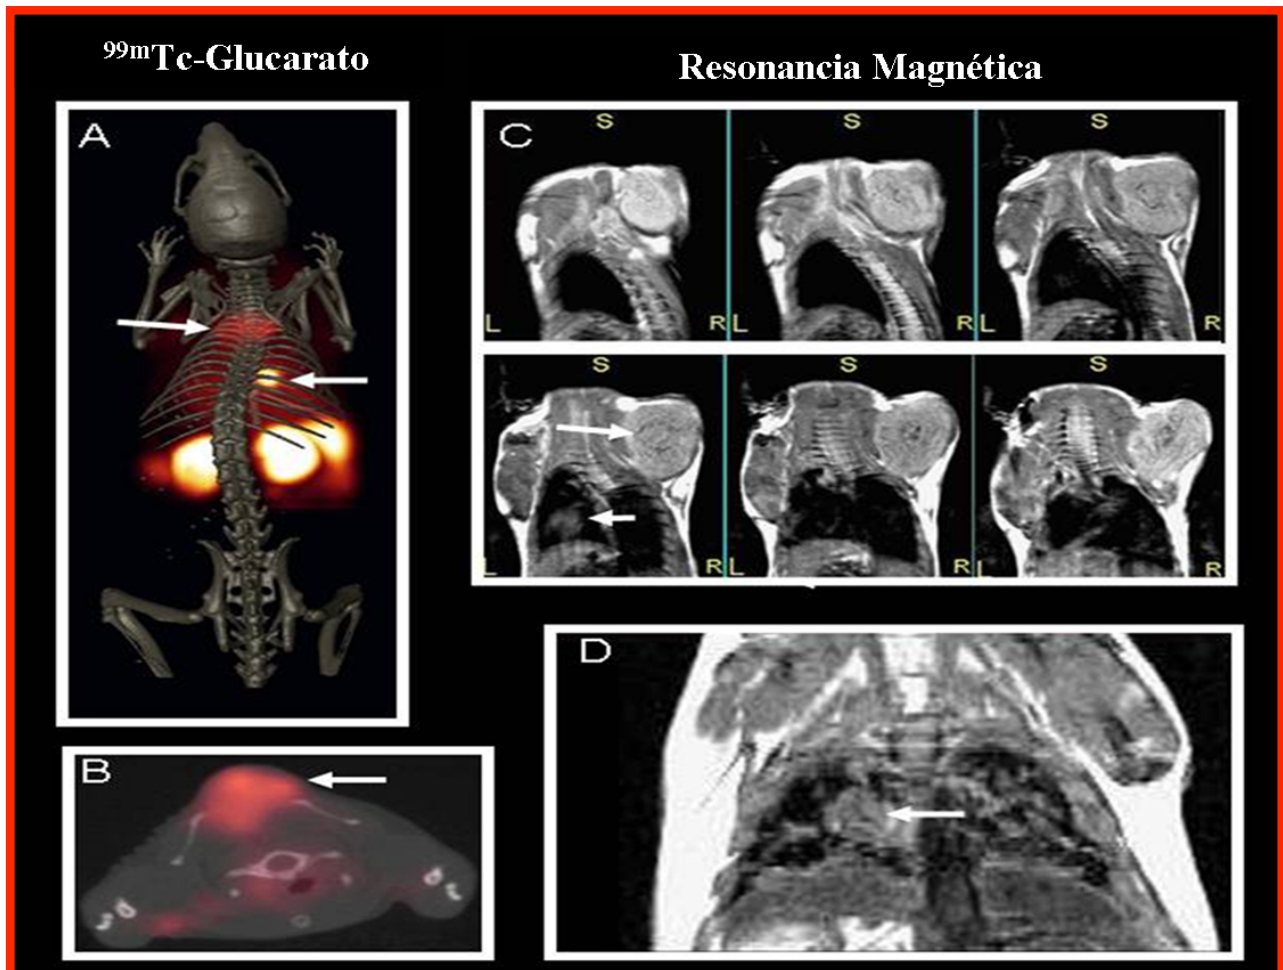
Micro SPECT-CT con ^{99m}Tc -Glucarato visualizado 2 horas postinyección. La imagen de cuerpo entero (A) muestra captación del radiotrazador por el tumor de mama presente en el dorso del ratón (flecha) y metástasis pulmonar en el hemitórax derecho (flecha), la imagen transaxial (B) muestran el tumor de mama en el dorso del ratón. Las imágenes de resonancia magnética del mismo ratón SCID con tumor de mama humano. Las imágenes secuenciales coronales Fast spin echo de cortes del tumor muestran un crecimiento celular denso en el dorso del ratón con una leve necrosis central (C, flecha) y metástasis pulmonar (C y D, flecha).
